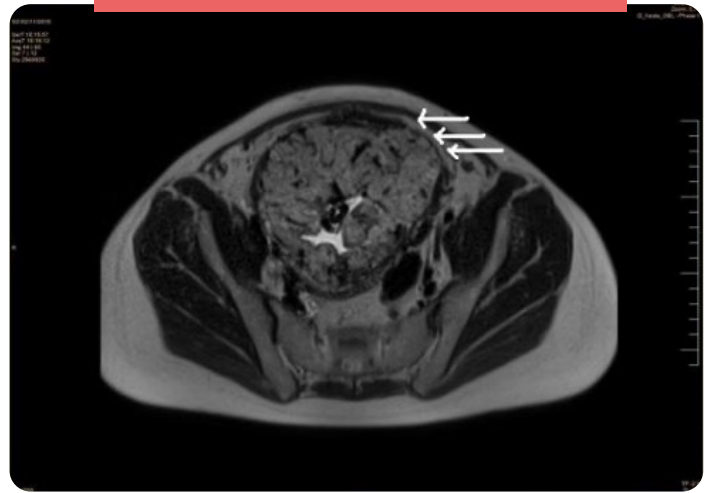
RM. Placenta previa oclusiva total, de localización anterior. Señal de resonancia heterogénea, con algunas áreas pseudonodulares hipointensas de pequeño tamaño intraplacentarias (sobre todo en su tercio distal izquierdo), y abombamiento del contorno uterino en el segmento inferior (Flechas).
